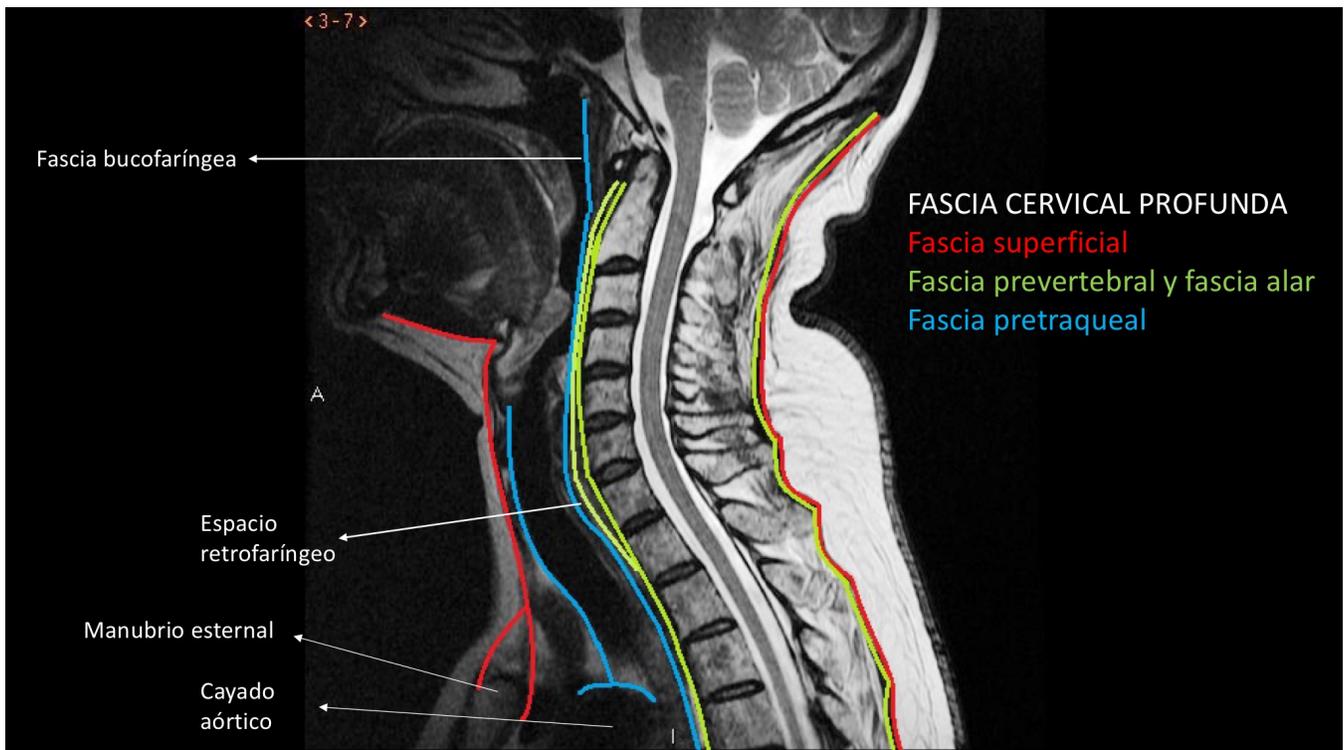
Imagen de RM de cuello en el plano sagital. Se han marcado en diferentes colores las capas que forman la fascia cervical profunda. Se observa la continuidad de las fascias con el mediastino.
